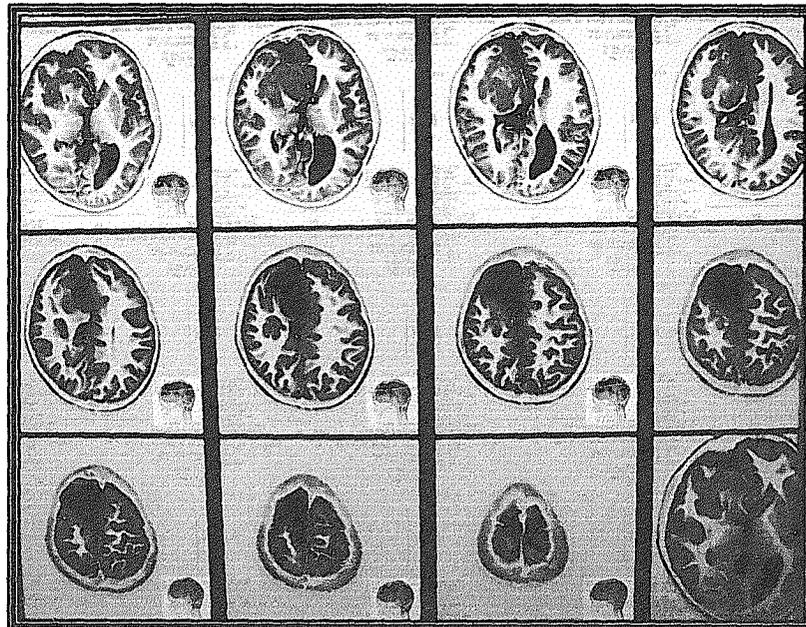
RMN Cerebral Simple. Corte Coronal en T2. Escolar de 10 años de edad.
